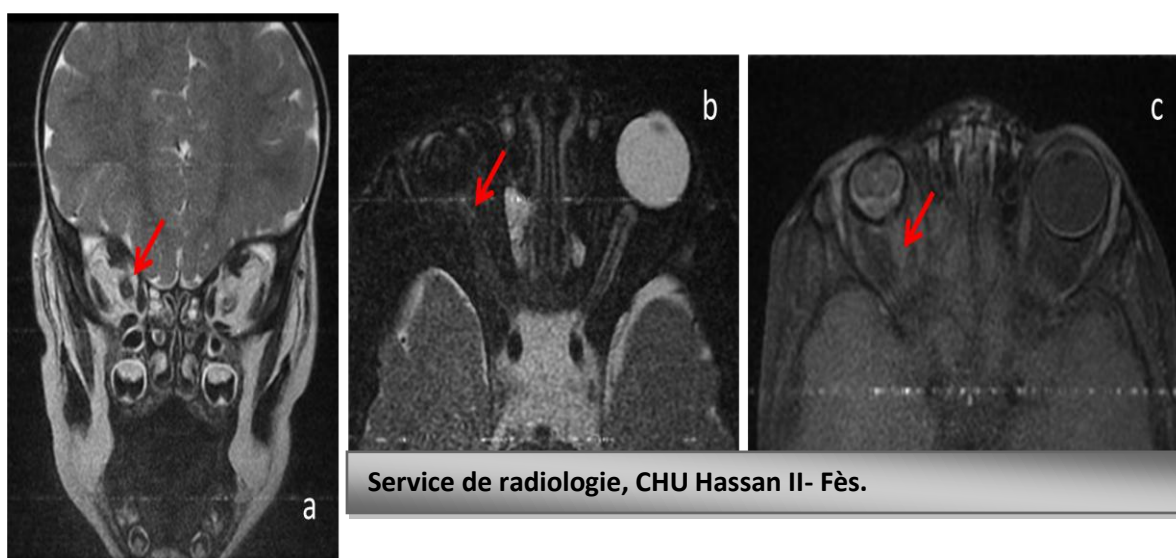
IRM en séquence coronale et axiale T2 (a, b), et axiale T1 C+(c) : envahissement du nerf optique : le nerf optique droit est légèrement augmenté de calibre, décrit en hyposignal T2, rehaussé après injection du produit de contraste.
